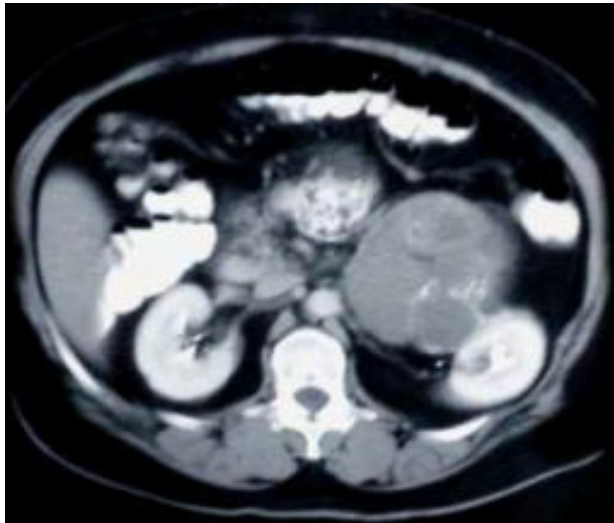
Tomografía computarizada axial abdominal con material de contraste oral e intravenoso donde se observa una masa tumoral que se extiende a retroperitoneo izquierdo, de 15 × 10 cm, con densidad de tejidos blandos y zonas quísticas (13 UH), realce heterogéneo y multiseptada, con calcificaciones en la pared y en los septos, que desplazaban los órganos adyacentes y en aparente continuidad con el riñón izquierdo, y la cola del páncreas
